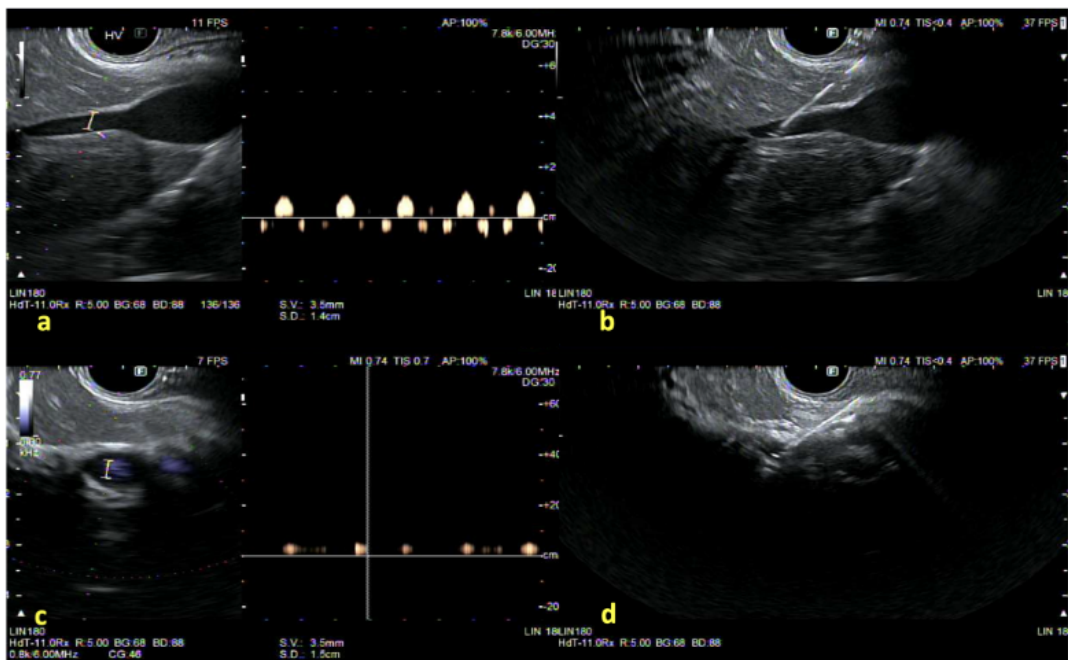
EUS-guided portal pressure measurement: (a) identification of the hepatic vein (HV) using power Doppler, which revealed a multi-phasic waveform; (b) then, puncture of hepatic vein (HV) with a 25-G EUS-FNA needle; (c) identification of the portal vein (PV) using power Doppler, which revealed a monophasic waveform; and (d) finally, puncture of the portal vein with a 25-G EUS-FNA needle (permission has been taken from Dr. Jayanta Samanta for the publication of this image). The copyright of the image belongs to the authors.
